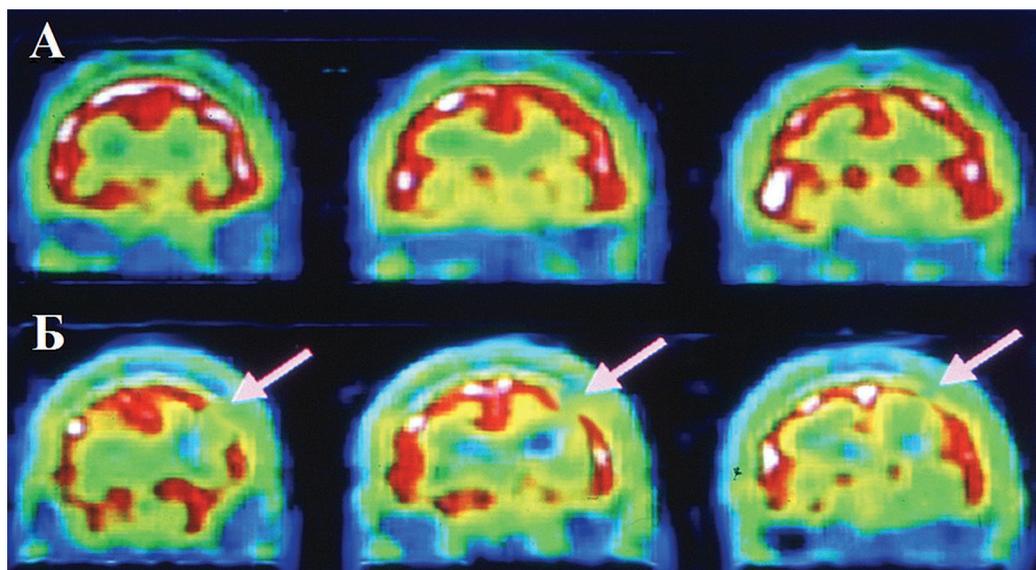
Перфузионная однофотонно-эмиссионная компьютерная томограмма головного мозга у больного с артериальной гипертензией. А — исследование в покое. Б — исследование после пробы с диамоксом, выявляются переходящие дефекты перфузии коры головного мозга (стрелки)
